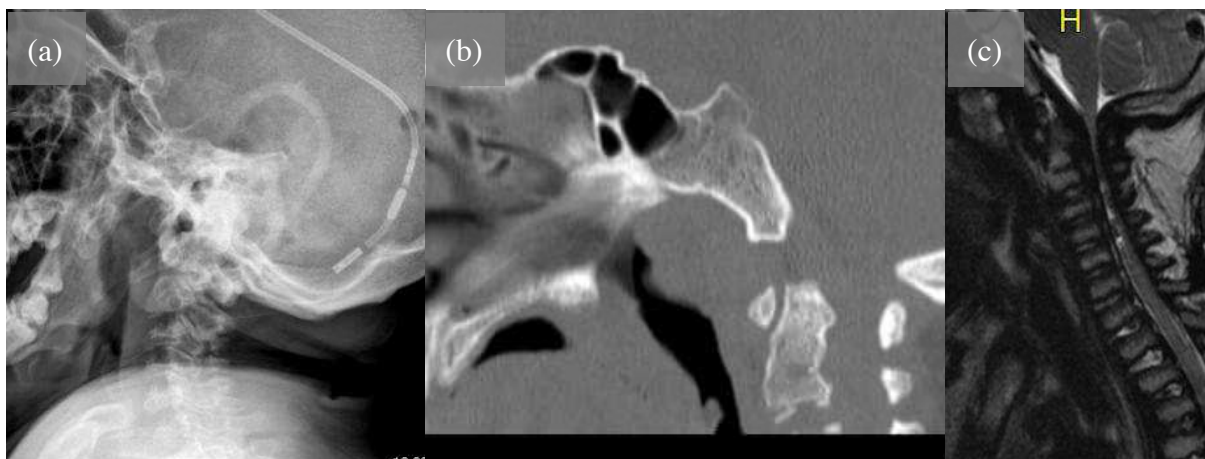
Derivação ventricular (válvula), platisspondilia e estenose do canal em paciente com 21 anos de idade, mucopolissacaridose e lesão da medula espinhal no plano do forame magno e dos corpos vertebrais de C1, C2 e C3: radiografia (a), tomografia computadorizada (b) e ressonância magnética (c). Arquivo pessoal do autor.
